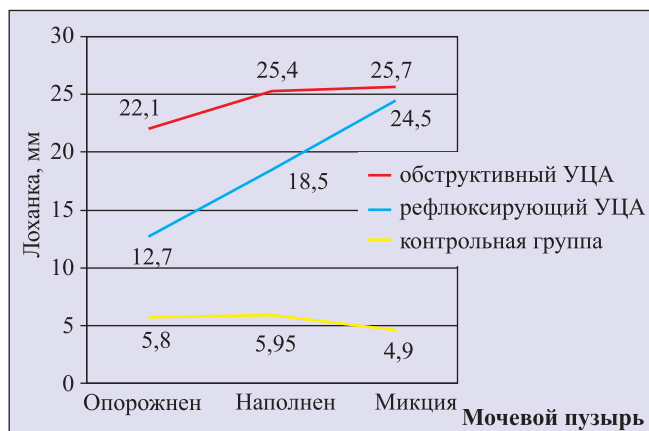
Переднезадние размеры лоханки, миксионное УЗИ
